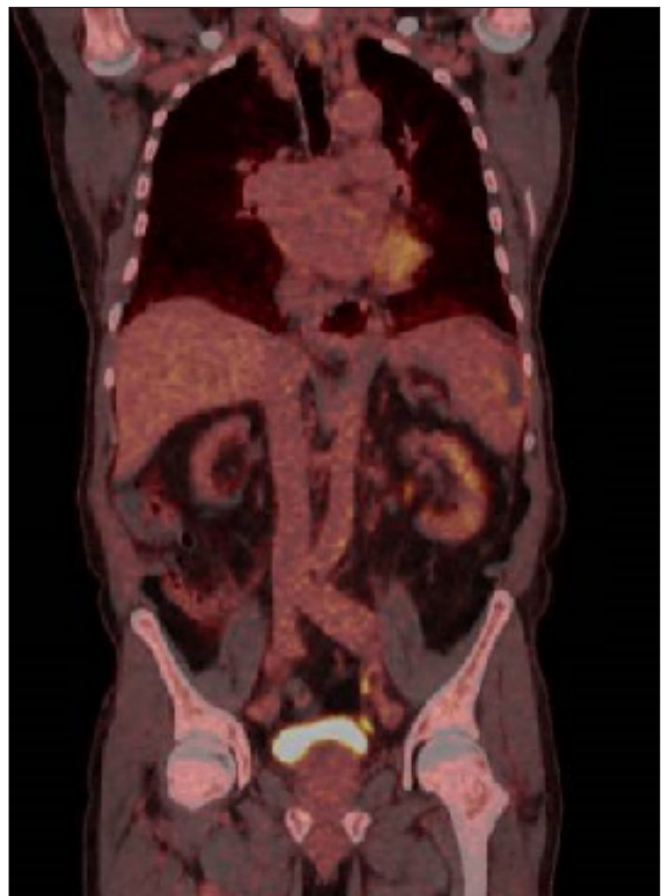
Corte coronal de PET-TC con 18F-FDG que muestra ausencia de captación patológica a nivel de estructuras vasculares.
